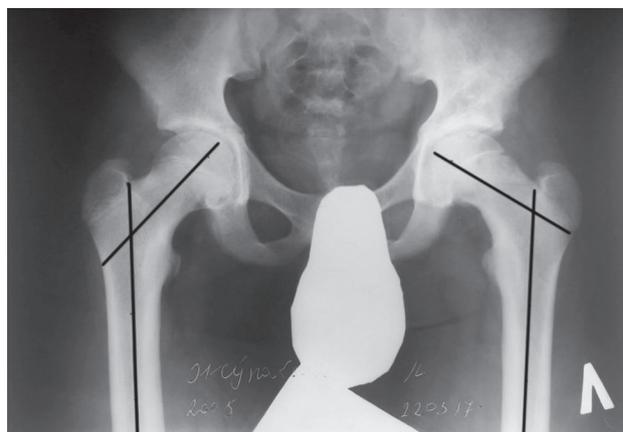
Рентгенограмма таза (обзорная) с измерением ШДУ
